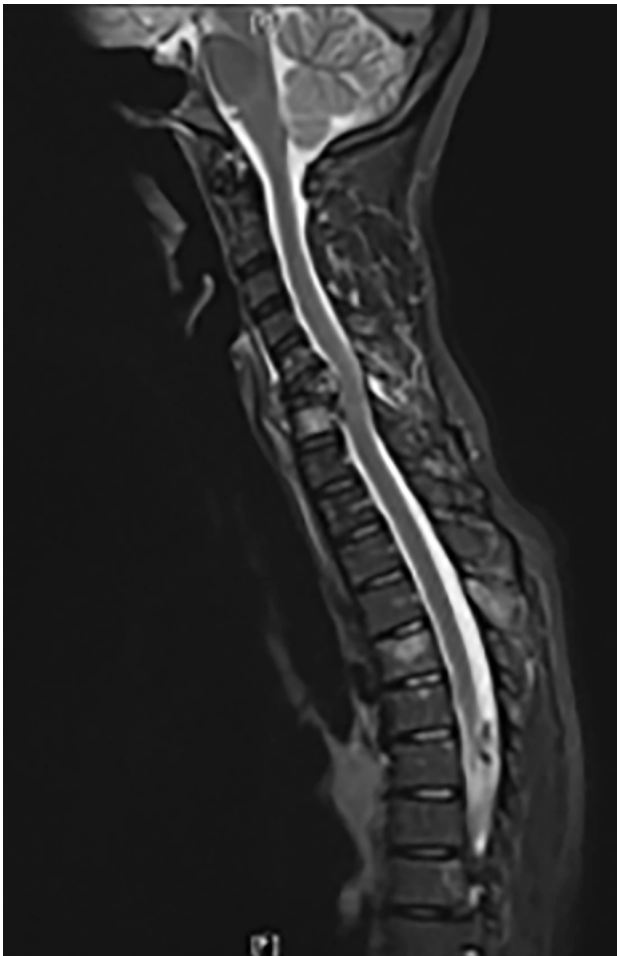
RM de columna en secuencia T2, muestra colapso del cuerpo vertebral C6 con compresión medular.
